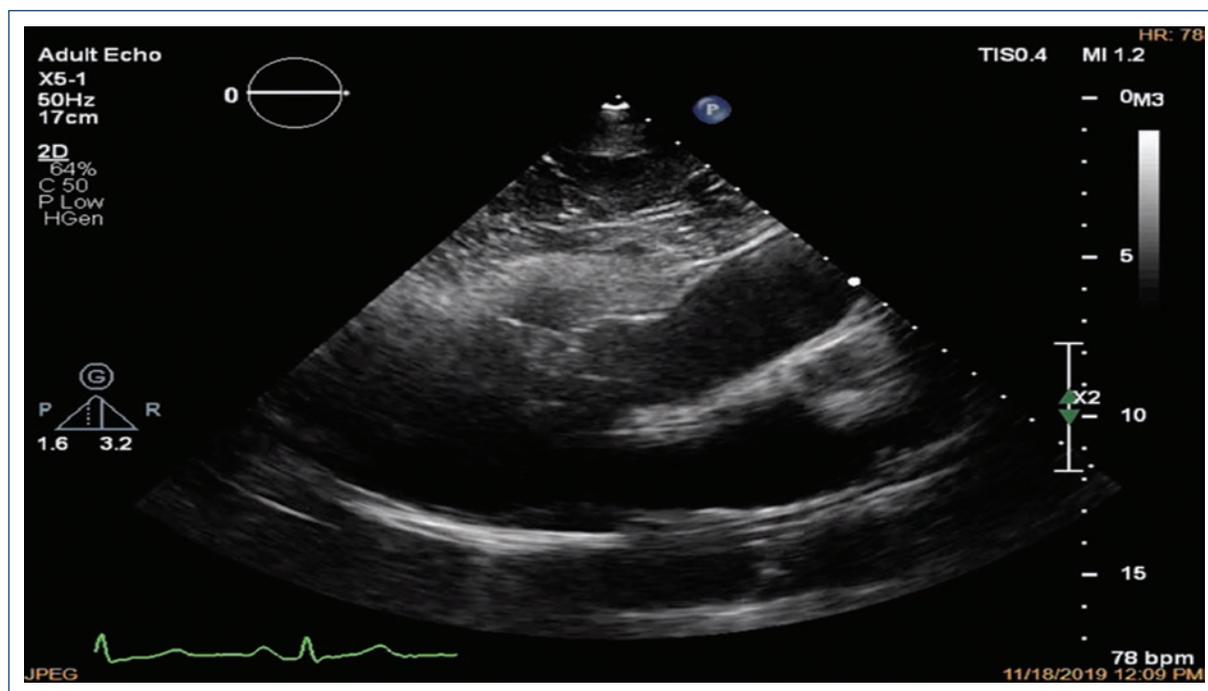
Long-axis parasternal echocardiogram showing retrosternal mass. Arrow indicates pericardium and asterisk indicates hernia contents.
